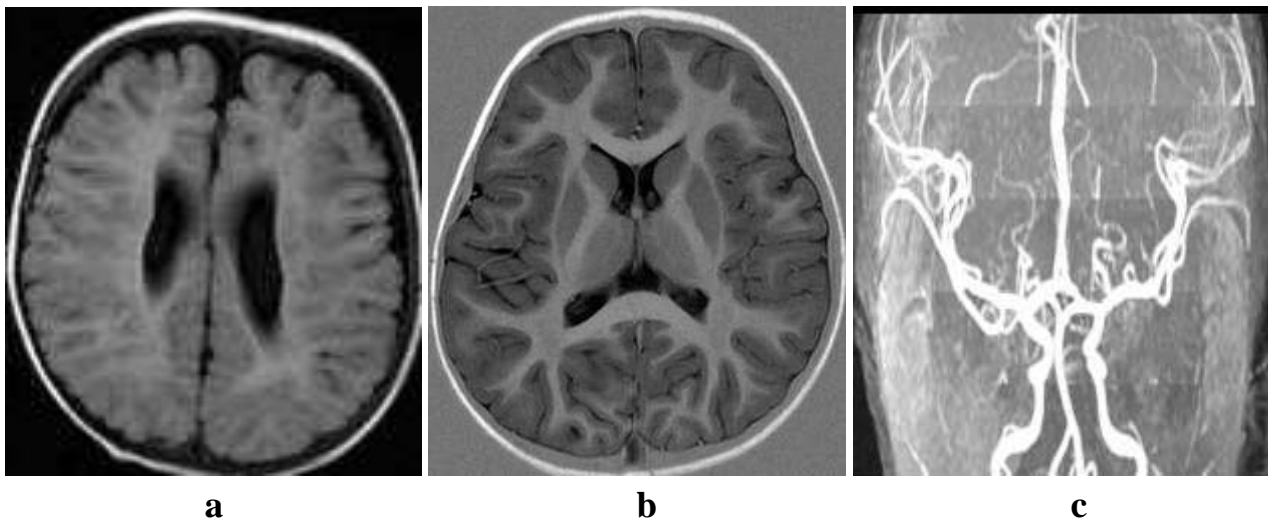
IRM cérébrale à 1,5T morphologique PHILLIPS/GYROSCAN [18]
